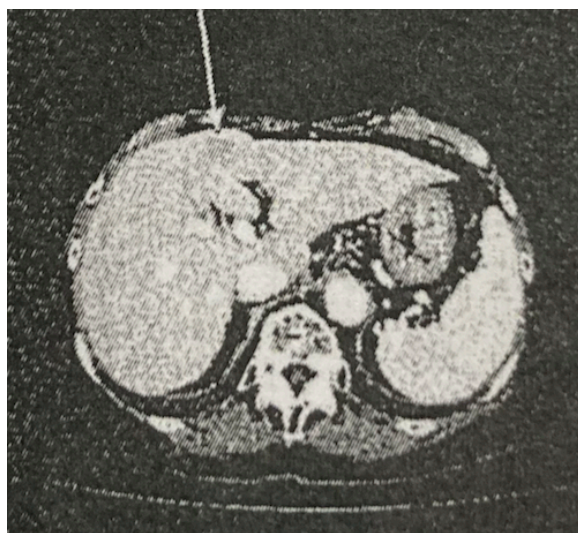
腹部造影 CT 検査像（動脈相）S4 表面に低吸収域を呈する腫瘍（矢印）を認める
